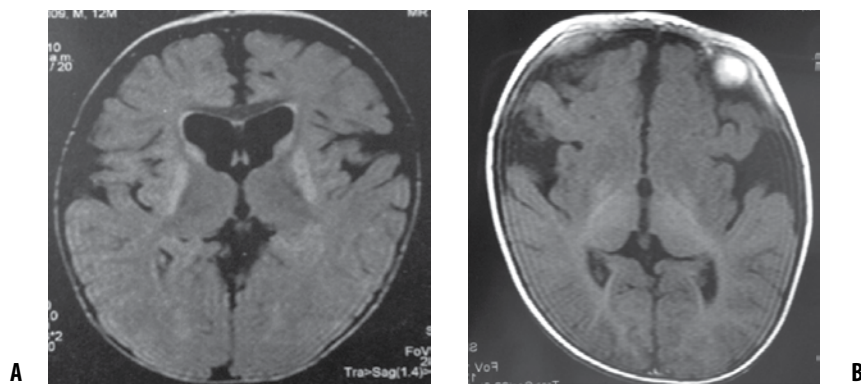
RNM cerebral simple. (A) Corte axial en secuencia FLAIR. Se observan marcada ampliación del espacio subaracnoideo, hiperintensidades simétricas bilaterales en los ganglios basales, dilatación del sistema ventricular posiblemente compensatoria de la atrofia cortical de predominio en la región temporal, conformando el signo de “alas de murciélago”, característico de la GA-1. (B) Corte axial en FLAIR que evidencia atrofia frontotemporal, agrandamiento de la amplitud de la cisura silviana, hiperintensidad de los glóbulos pálidos y aumento de la señal de la sustancia blanca de la parte posterior
